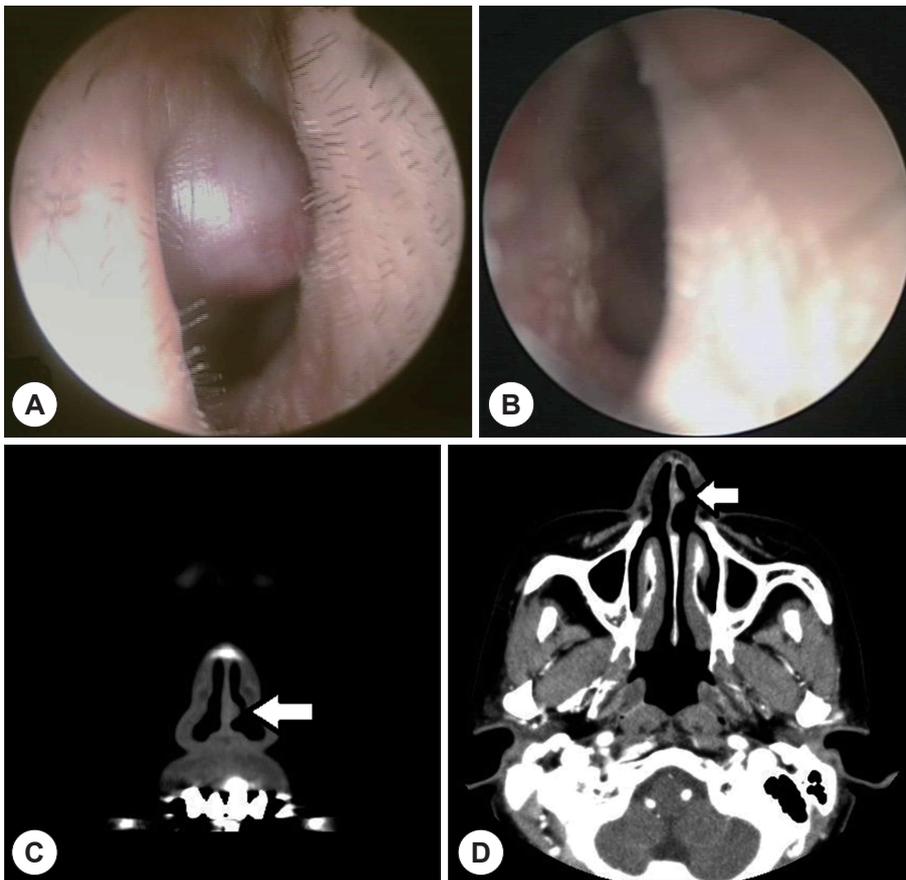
Endoscopic finding shows a reddish easy bleeding mass at right nasal cavity (A). Endoscopic photograph of right nasal cavity at postoperative 14th days reveals no mass remnant. Arrow indicates the feeding vessel of the tumor (B). Preoperative coronal (C) and axial (D) CT scans show non-enhanced nasal mass occupying the right nasal cavity.
